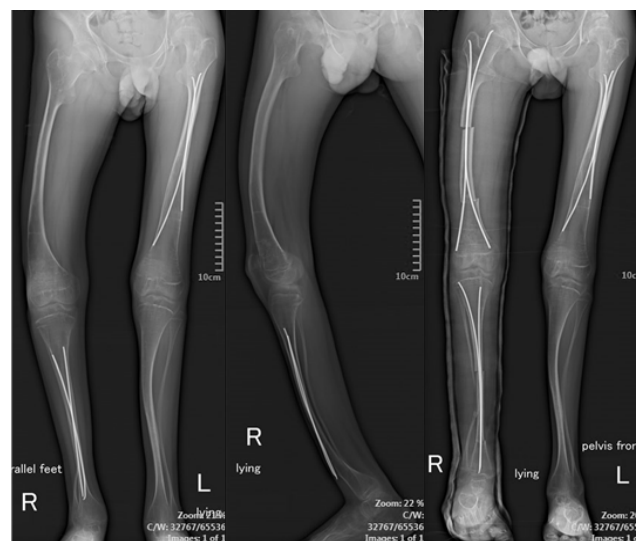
а.- рентгенснимок нижних конечностей, прямая проекция. б.- боковая проекция. в,- рентген сшивки нижних конечностей после удаления ТЕН из большеберцовой кости, корригирующей минус клин остеотомии бедренной и большеберцовой кости на 2х уровнях, фиксации ТЕН
